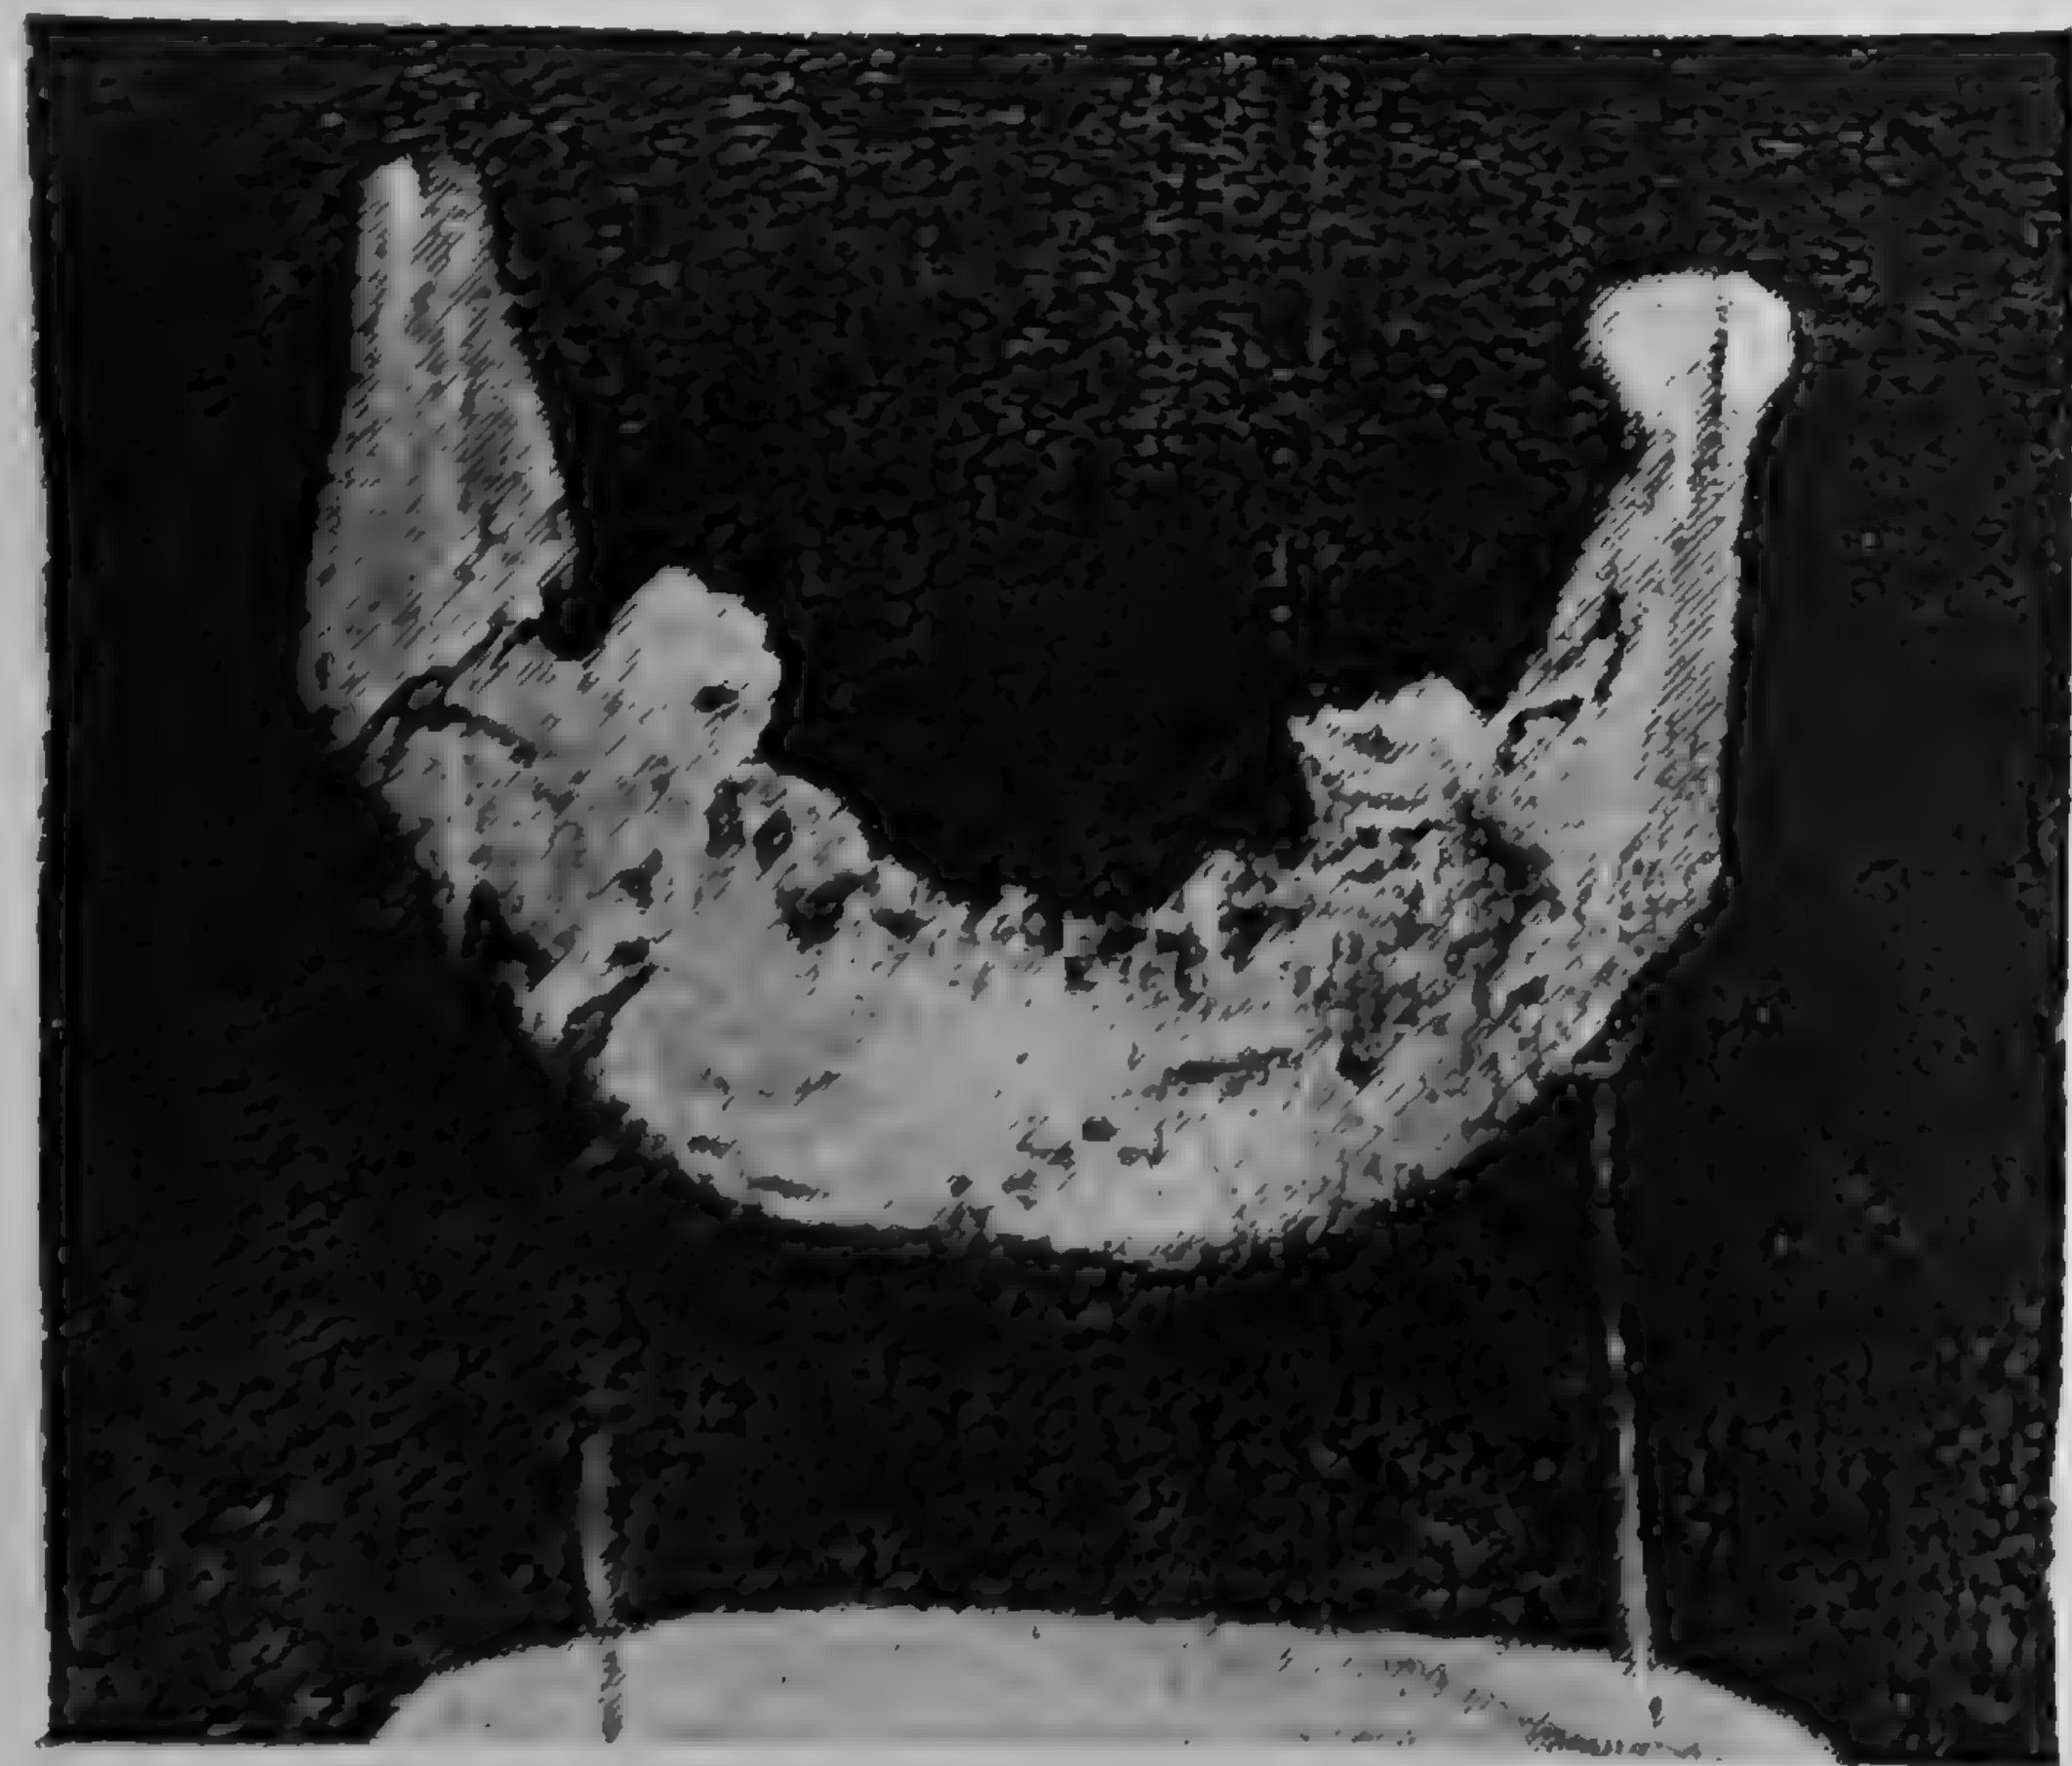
Radiografie la 3 ani după îndepărtarea mandibulei necrotice: se constată refacerea periostică a unei noi mandibule (același caz).
